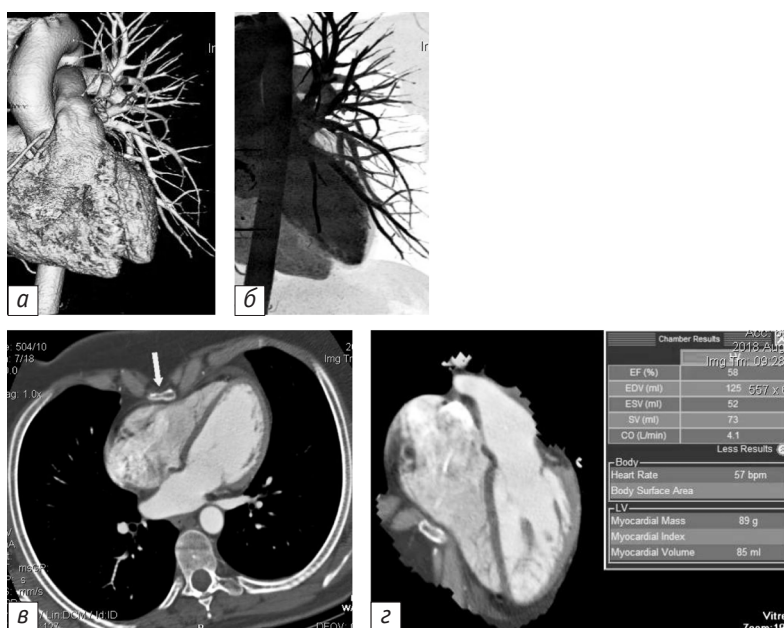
ЭКГ-синхронизированная МСКТ-ангио/вентрикулография в высокоразрешающем режиме с толщиной срезов 128×0,25 мм:
